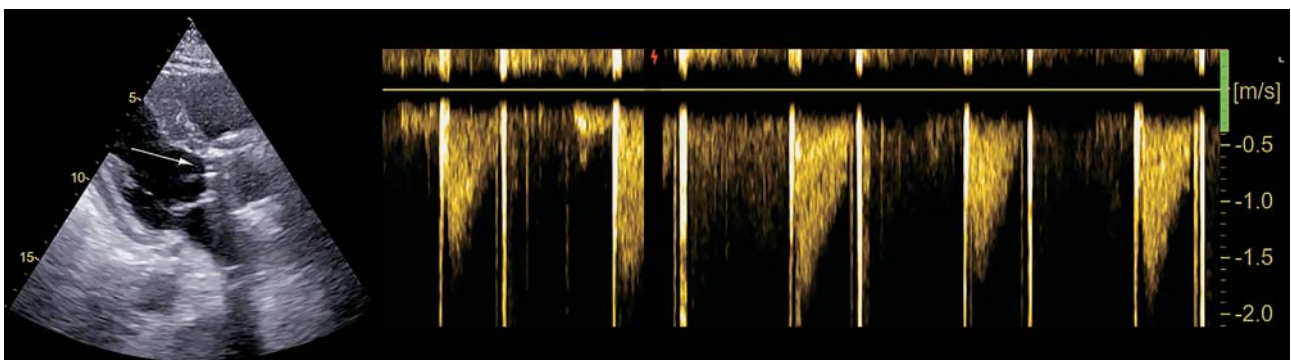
Echocardiography of the blood flow through the aortic valve prosthesis (the arrow indicates the shadow of the AV prosthesis).
